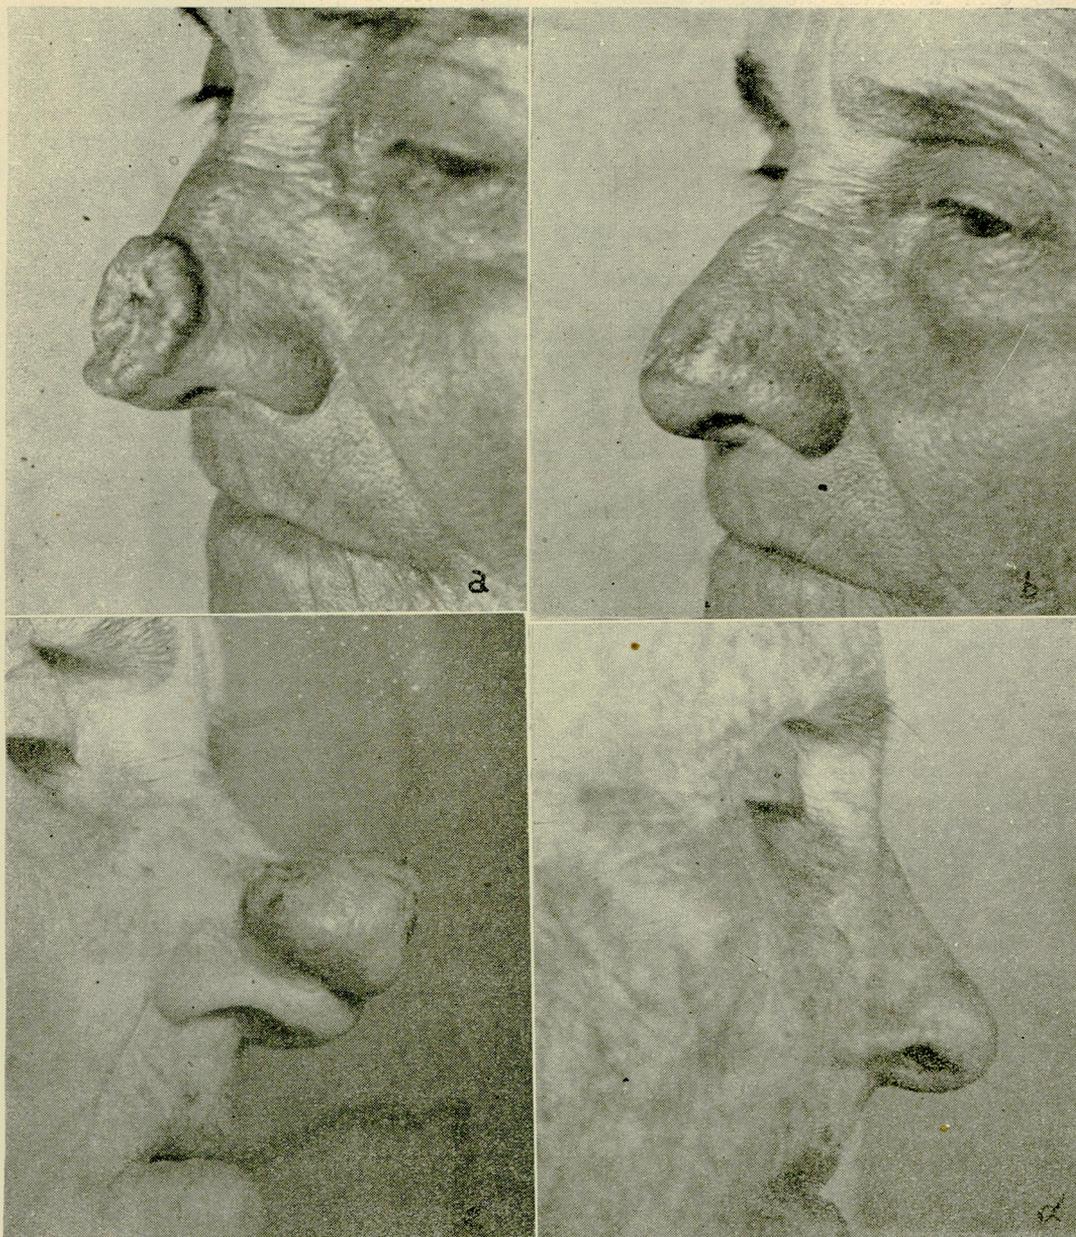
Dois casos de carcinoma da ponta do nariz em que a técnica do tratamento divergiu completamente sendo o primeiro tratado pela roentgenterapia e o segundo pela curieterapia (radiumpuntura).
